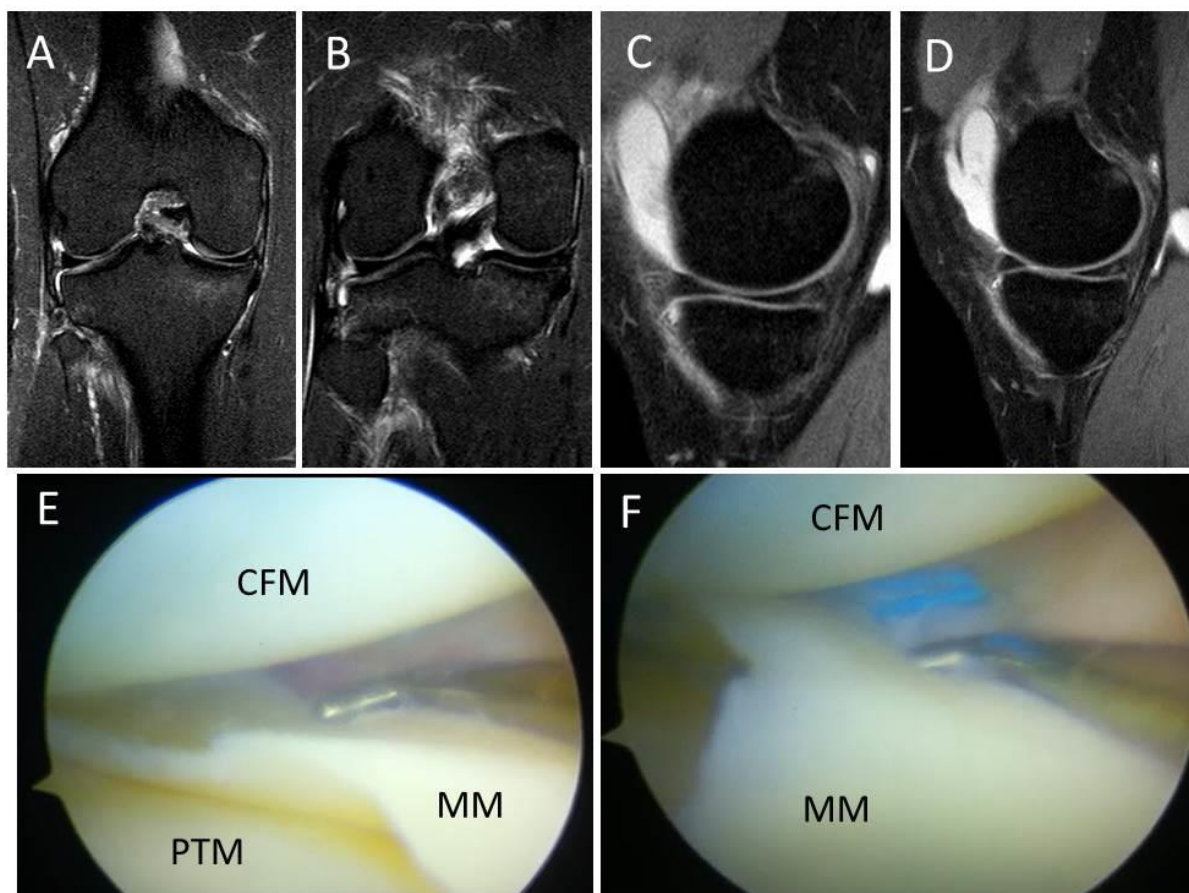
Um caso falso negativo para sutura do menisco. Ressonância magnética não evidenciando lesão do menisco (grupo não suturável) e artroscopia com lesão suturável. Paciente de 26 anos, masculino, esportista recreacional com trauma e torção no joelho esquerdo em prática de esqui alpino. RM em cortes (A e B) coronal e (C e D) sagital não evidenciando lesão meniscal. (E) Na artroscopia, 46 dias após a RM, o menisco medial apresentava lesão longitudinal na zona vermelha-vermelha (menisco-capsular) e (F) foi realizada a sutura do menisco associada a reconstrução do ligamento cruzado anterior. MM: menisco medial; CFM: côndilo femoral medial; PTM: platô tibial medial.
